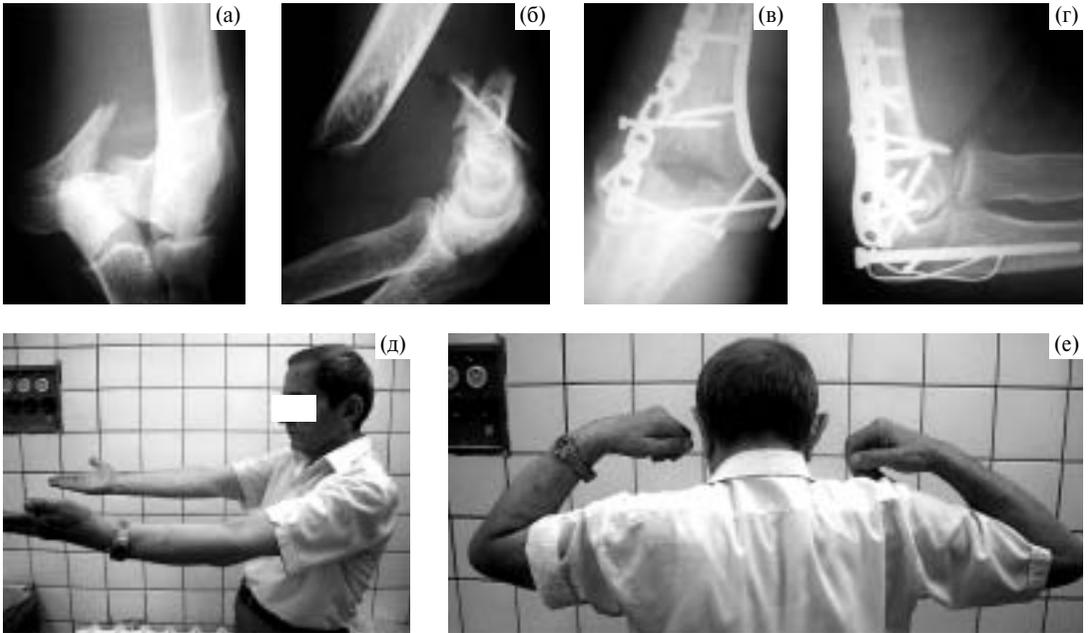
Больной А., чрезнадмыщелковый перелом. Рентгенограммы локтевого сустава до (а, б) и после остеосинтеза пластинами (в, г). Функциональный результат через 1 год (д, е).
